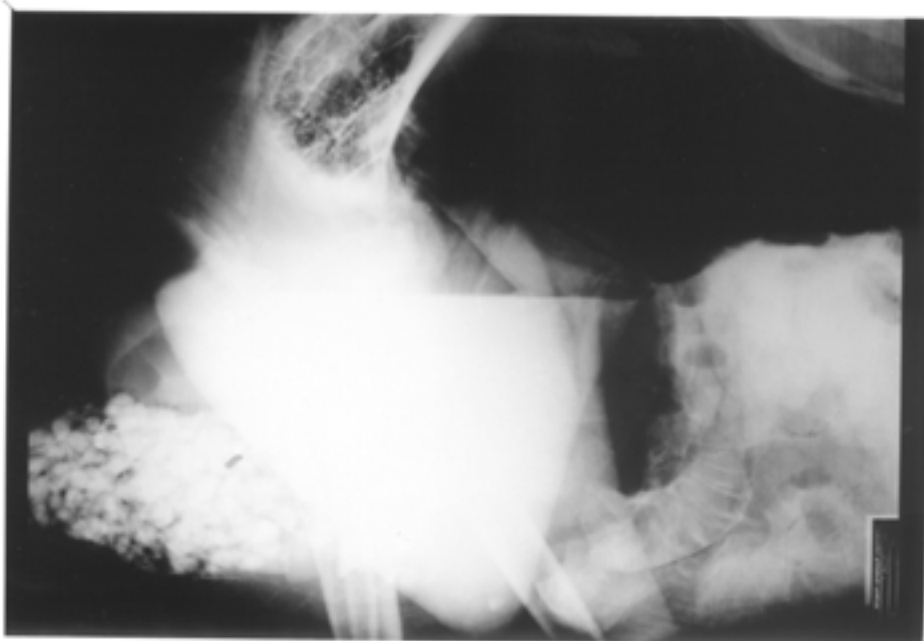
Zentroventrales (V2) Röntgenbild eines 20 Wochen alten Straußes (Tab. 2, Nr. 5) nach 8 h 3 min. Die Wand des Drüsenmagens ist nur schwach sichtbar, wobei kein luminaler Kontrast mehr vorhanden ist. Jedoch haftete Kontrastmittel dem luminalen Inhalt (Steine) an. Die „Flüssigkeitslinie“ stellt eine Summation von Überlagerungen der Hintergliedmaßenmuskulatur, der Luftsäcke sowie der Gas-Ingesta Mischung des Drüsenmagens dar. Das ventrokaudale Abdomen ist gefüllt mit überlagernden Schlingen vom proximalen Rectum.
